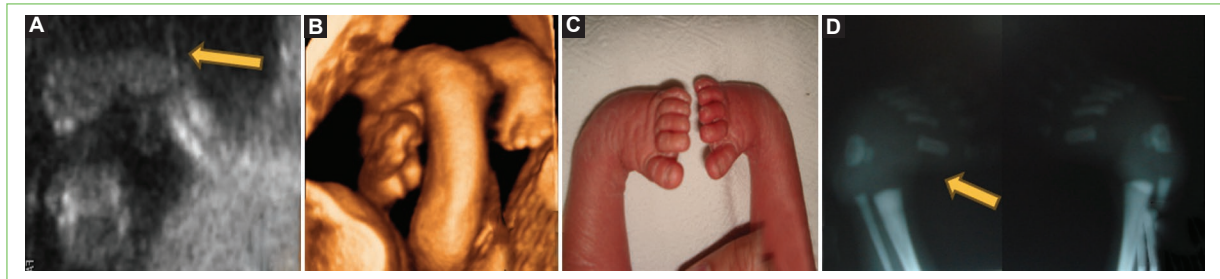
Pie equino varo en un feto de 21 4/7 semanas. A: imagen en 2 D. B: reconstrucción en 3D. C: foto posnatal. D: radiografía posnatal.
